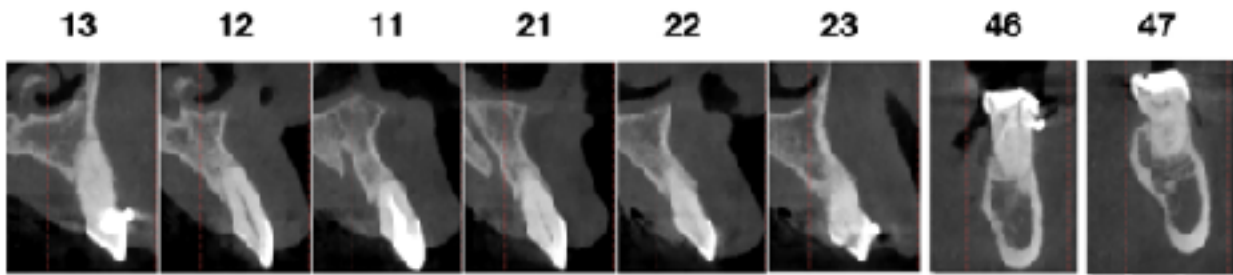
Cortes de tomografía axial computarizada del maxilar.
